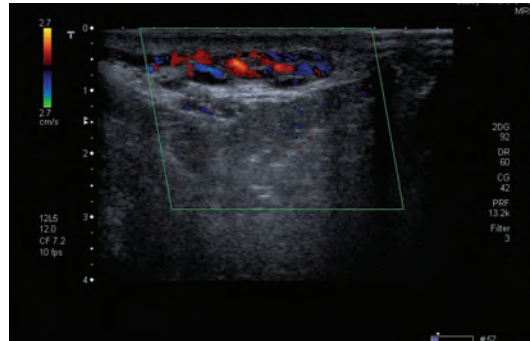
Imagem em *Color Doppler* de corte transversal do cordão espermático.
